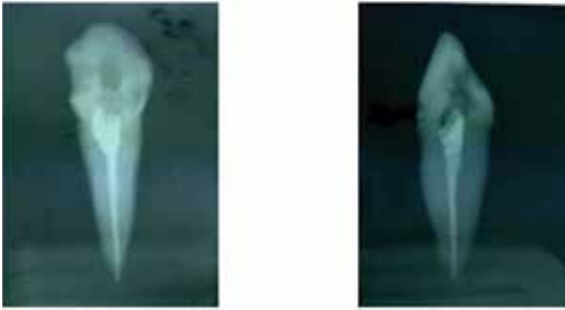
X-ray of tooth that were prepared with Manual files from buccal and proximal side
